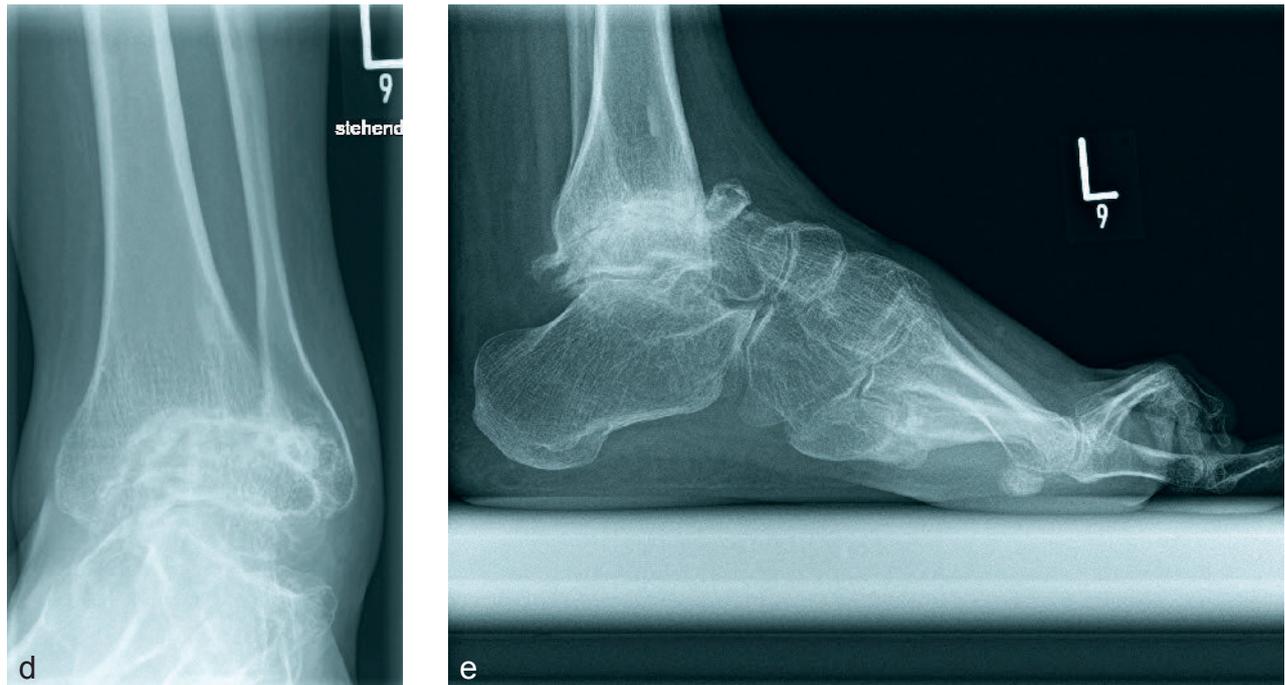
36-jährige Patientin mit einer initialen juvenilen idiopathischen Arthritis, welche mit 7 Jahren diagnostiziert wurde und im adoleszenten Alter in eine rheumatoide Arthritis konvertierte (Transition). Röntgenbilder des belasteten linken Sprunggelenkes in der Mortise-Aufnahme (d) sowie gesamter Fuß seitlich (e) mit einer vollständigen Gelenkdestruktion sowohl im oberen Sprunggelenk als auch im Subtalargelenk (Larsen-Dale-Eek-Stadium V) und begleitender valgischer Rückfußfehlstellung.
